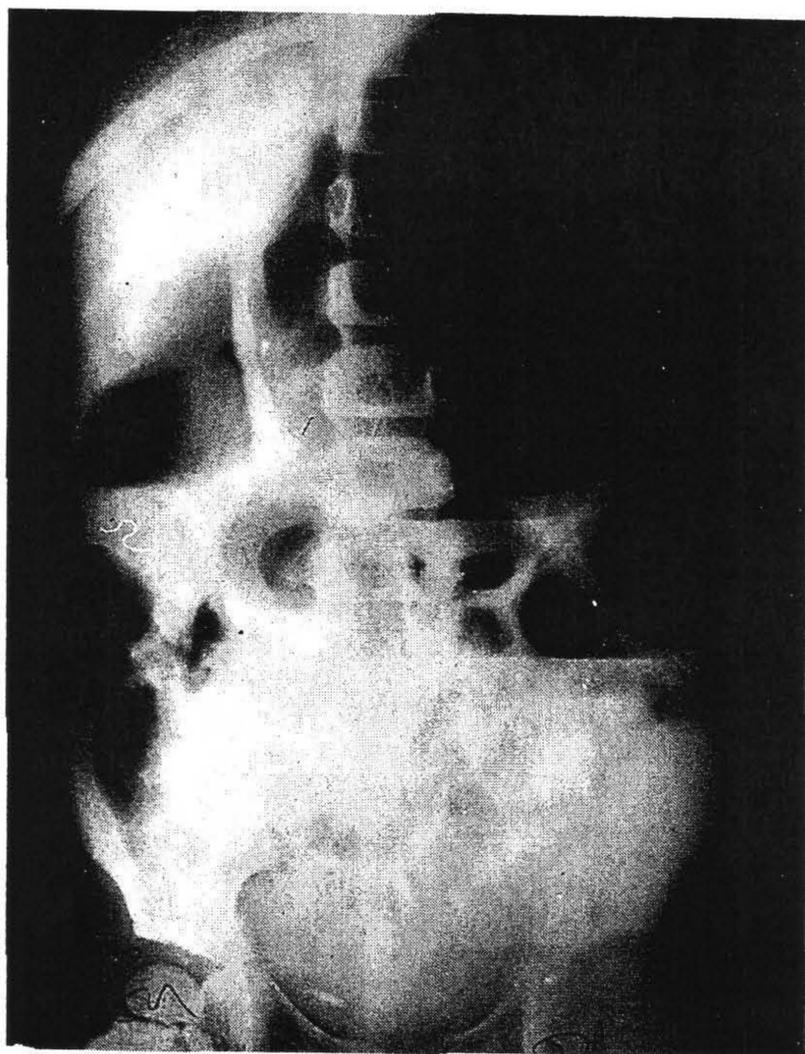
Plain abdominal X-ray, showing a huge distended loop of the bowel in the left upper abdomen.
